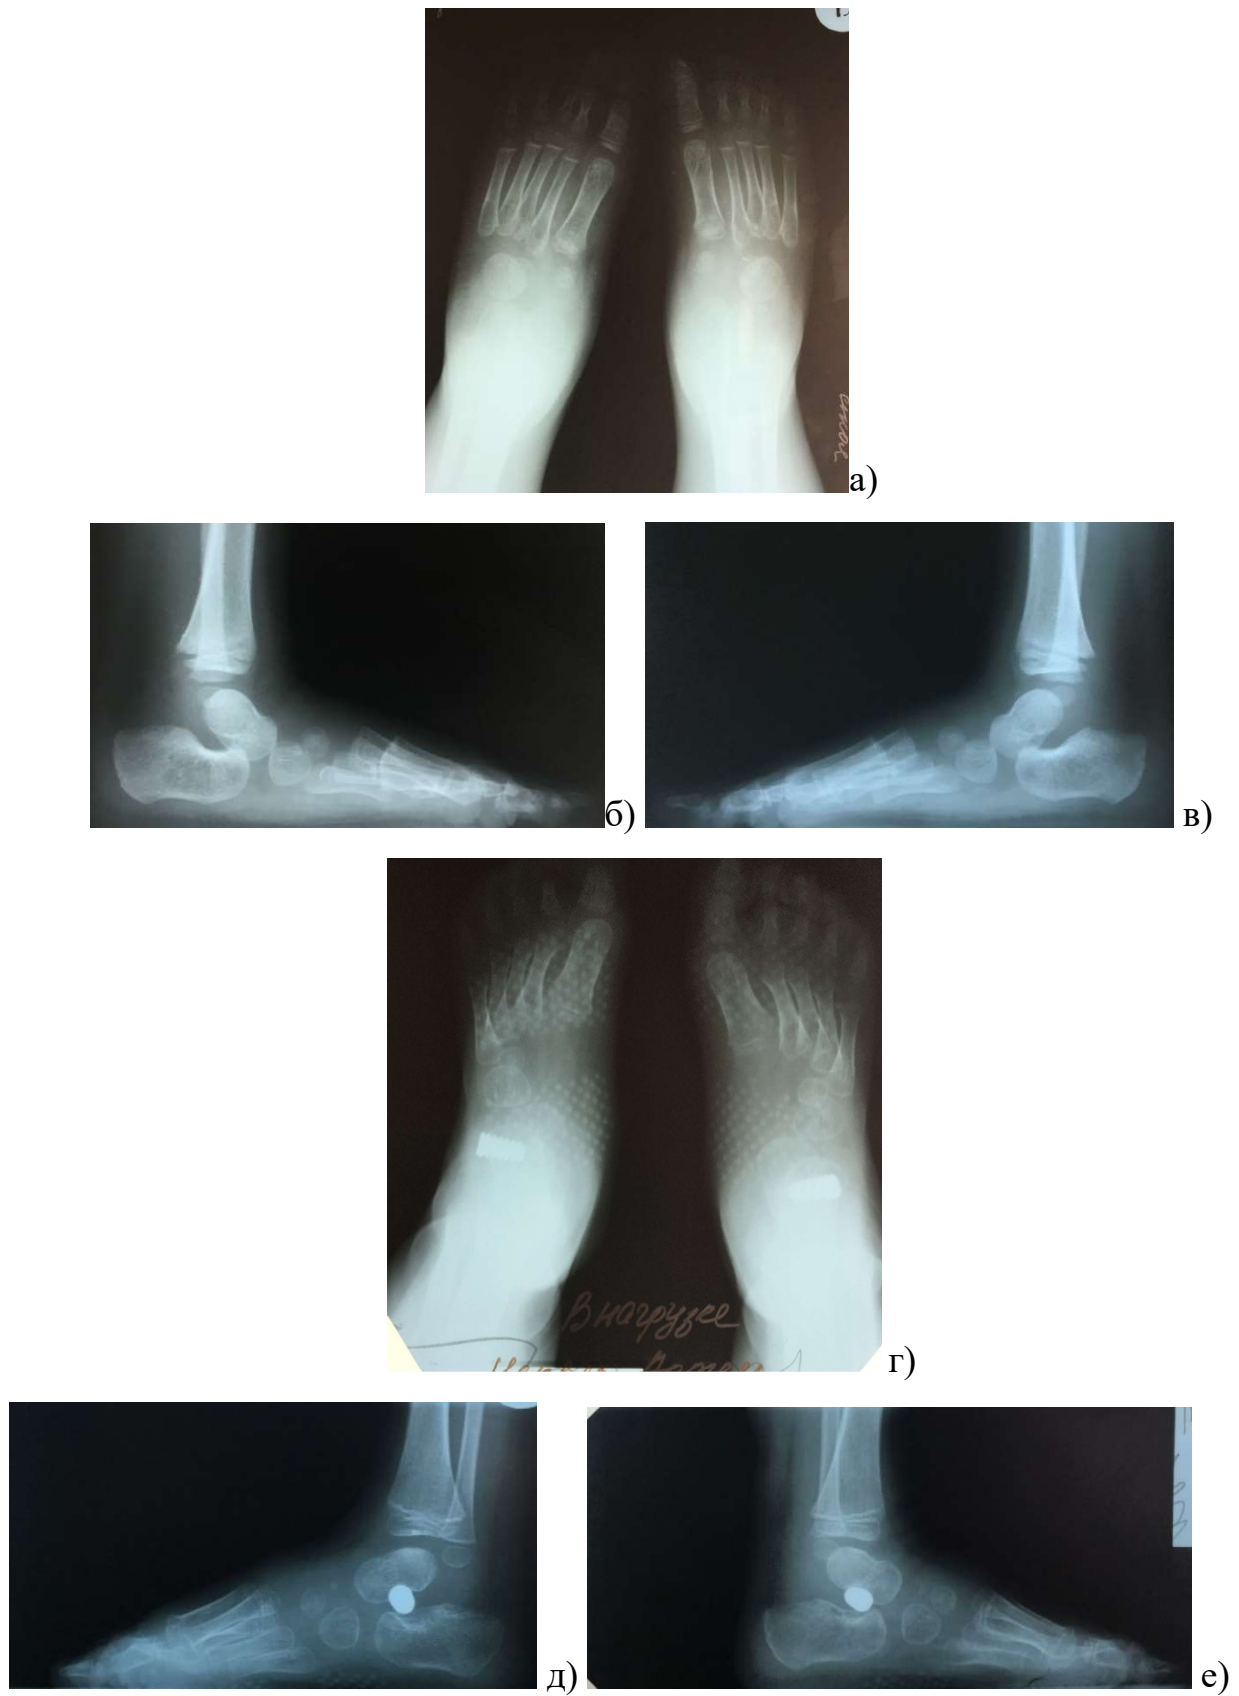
Фотовідбитки рентгенограм пацієнта Н-ч А., 8 р. а-в) до хірургічного лікування; г-е) після хірургічного лікування.
